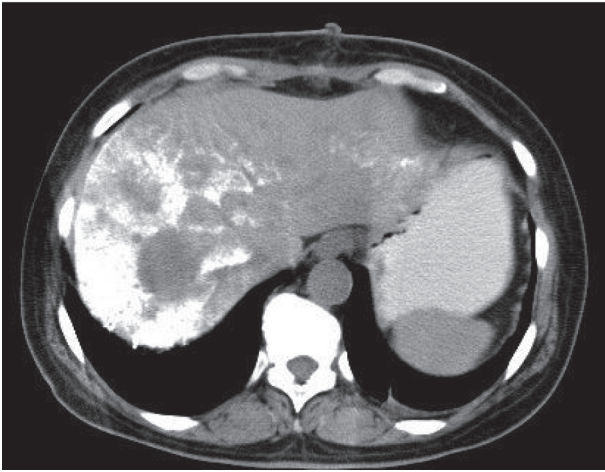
КТ печени через 5 суток после операции. Видно накопление липиодола в ткани печени и по периферии метастазов.
